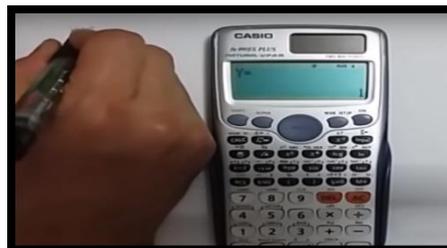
Obtenido los datos de la BT y BD, se realiza los cálculos para hallar la Bilirrubina Indirecta.
